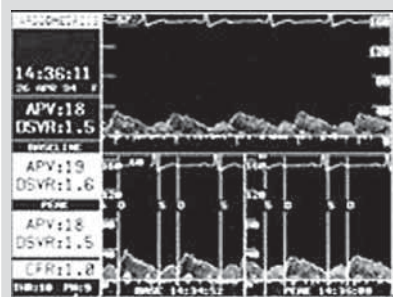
Vodič pro dopplerovské měření CFR
